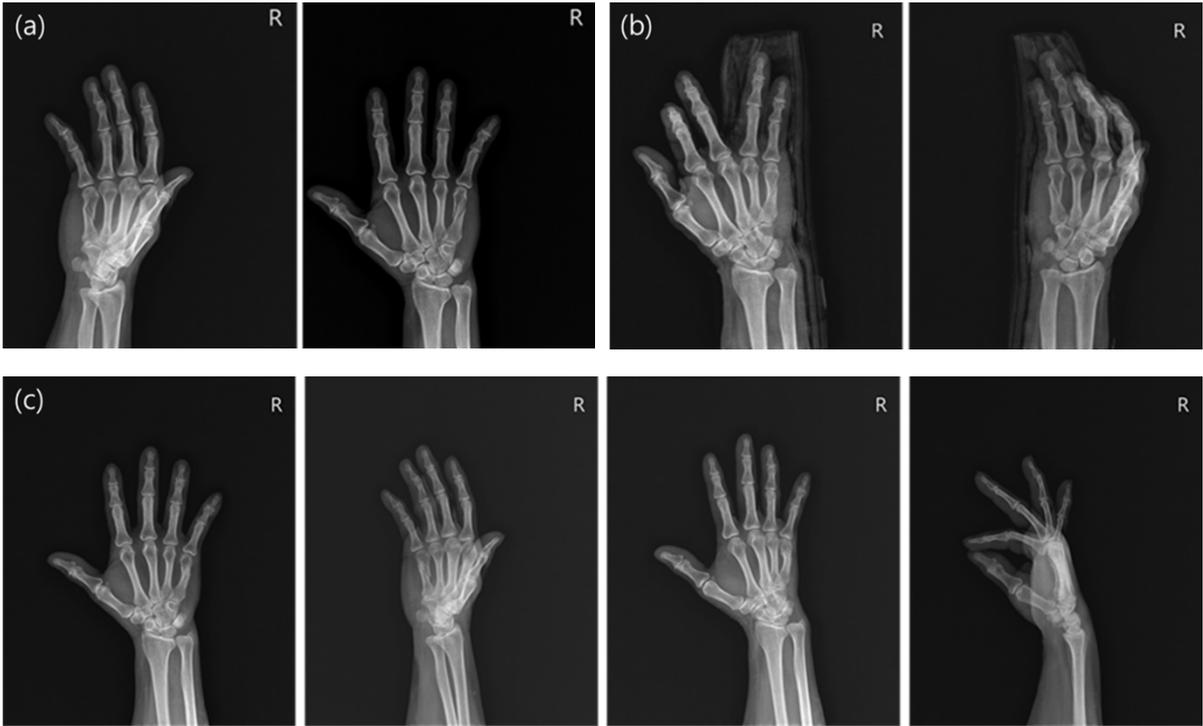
우측 제 5 중수골 간부 골절로 진단된 54세 여자환자의 단순 방사선 사진
